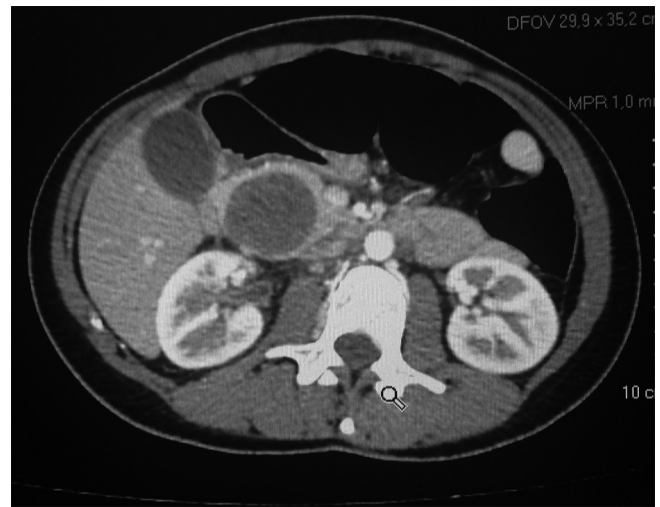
Tomografia computadorizada em pacientes com tumor pseudopapilar sólido do pâncreas.
